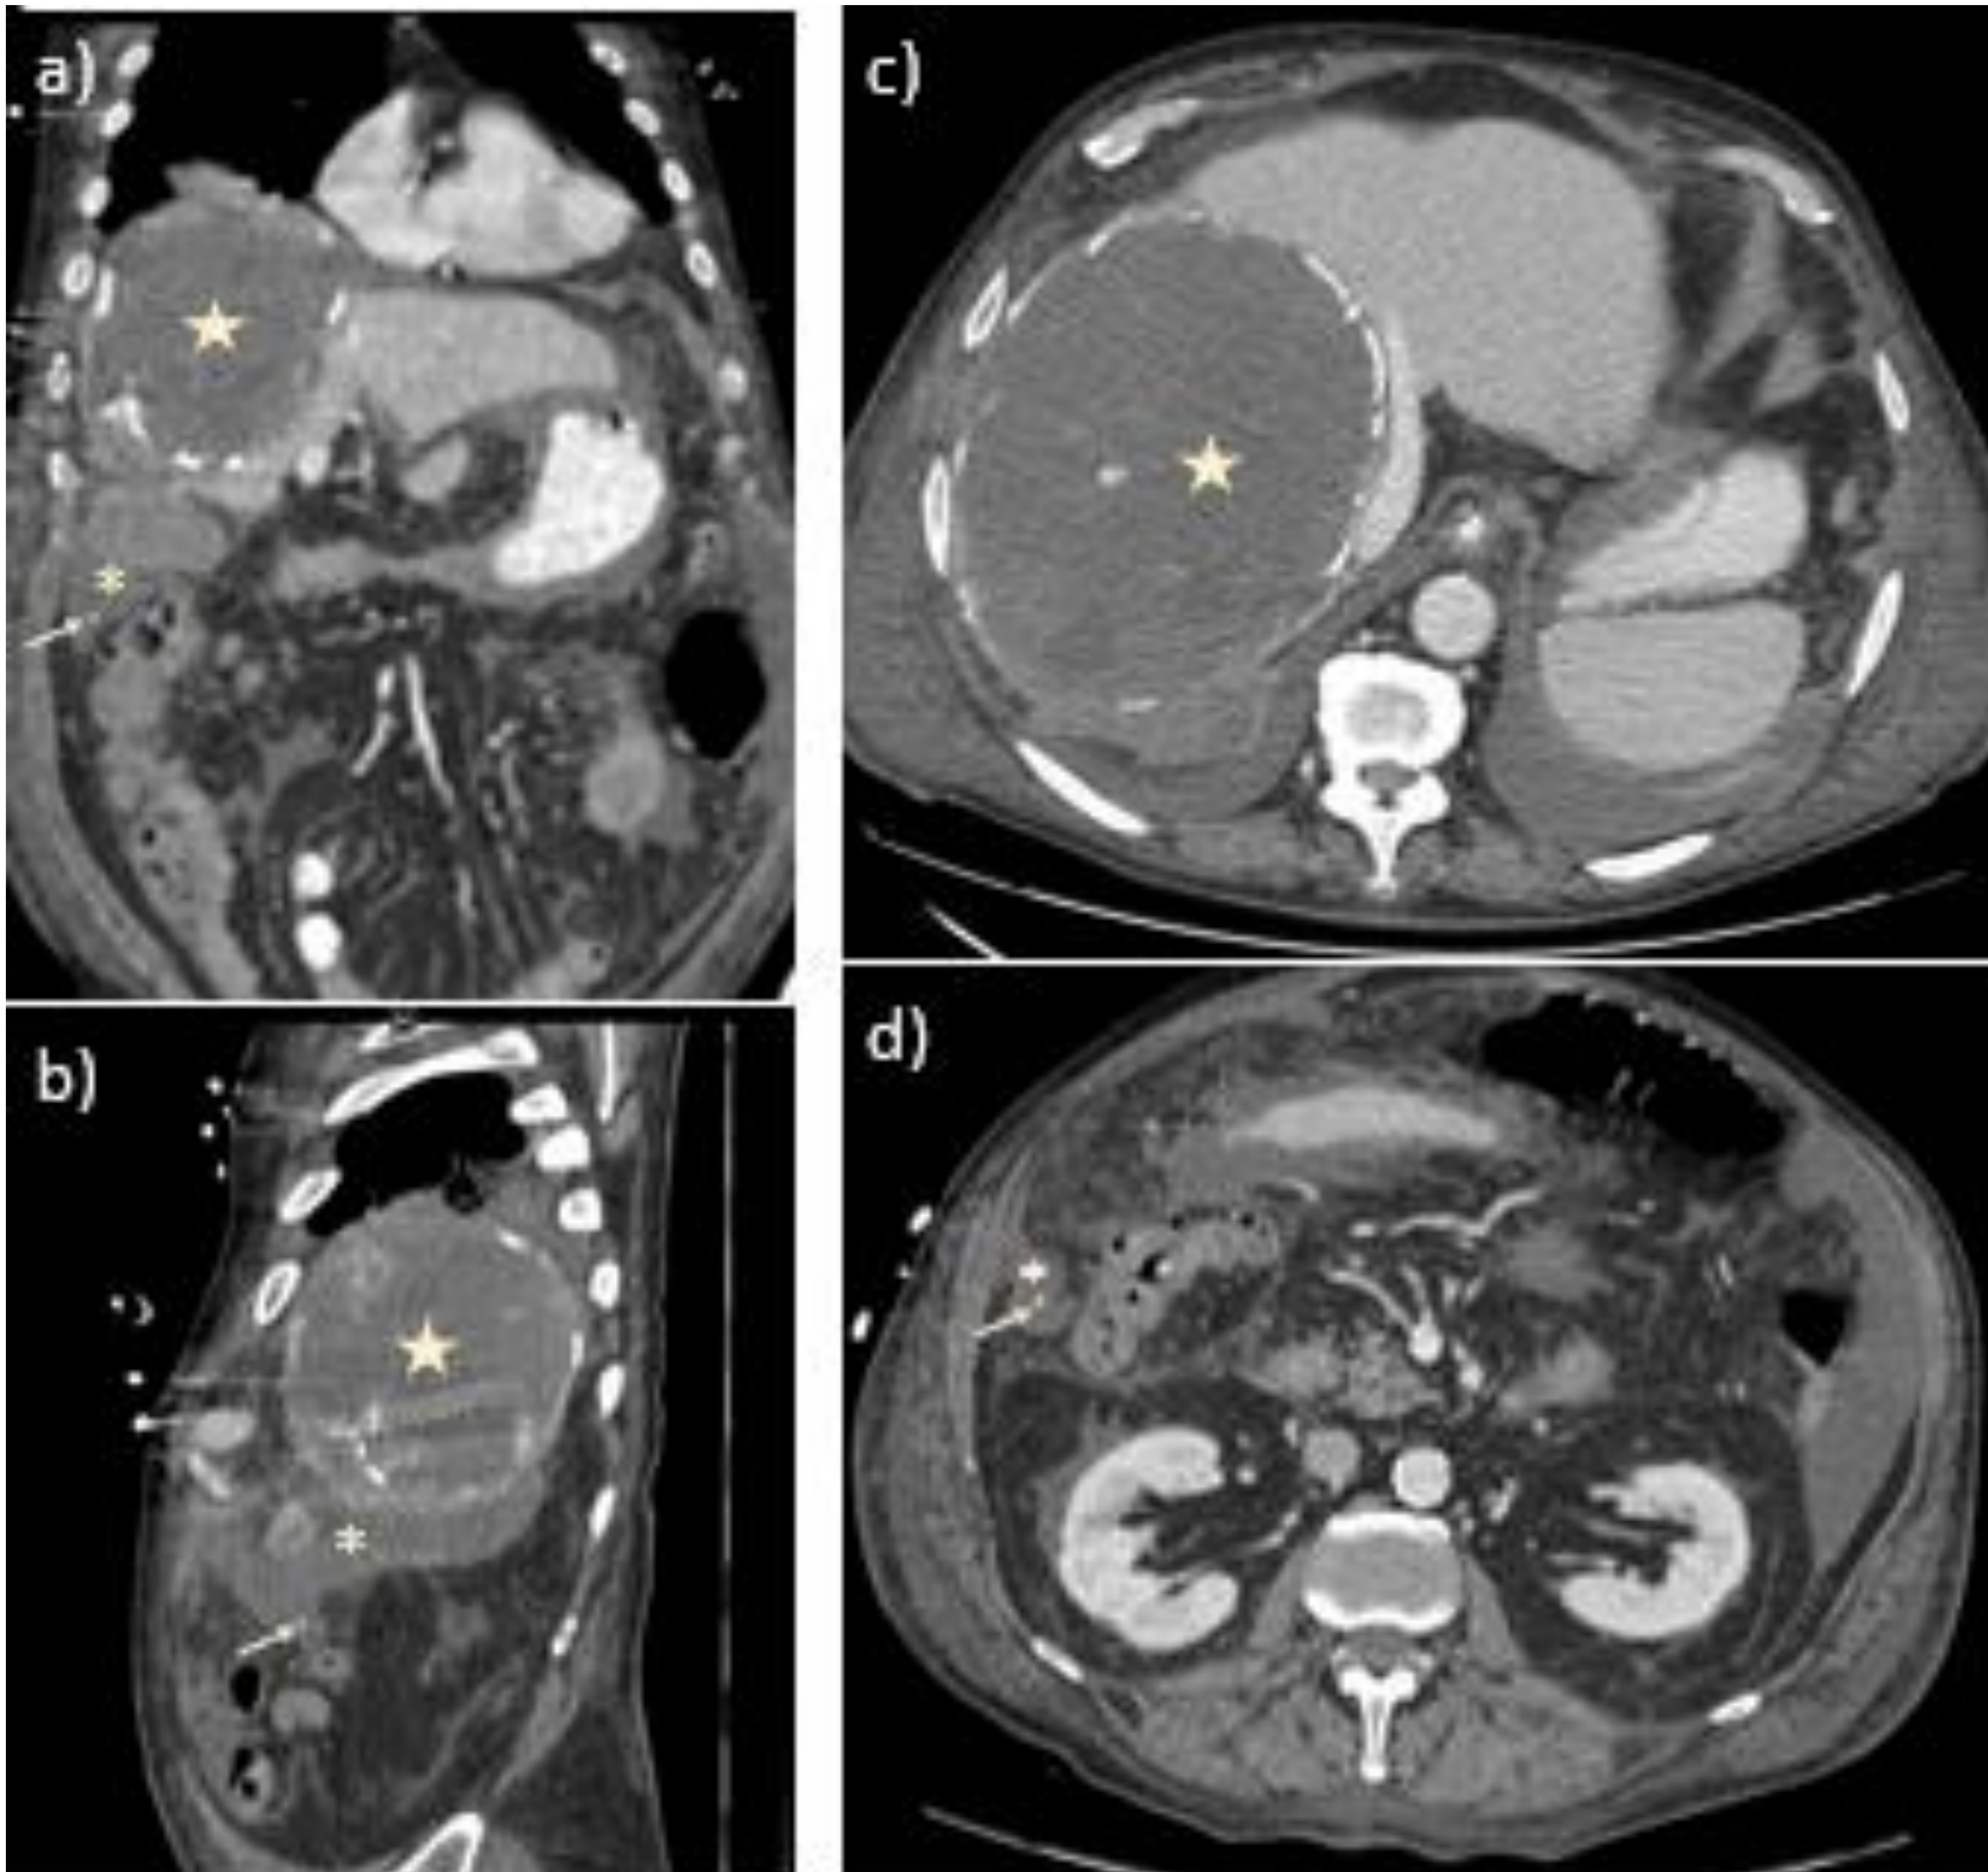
TC abdominopélvico coronal (a), sagital (b) y axial (c, d) con contraste IV en fase portal. Gran quiste hidatídico en lóbulo hepático derecho, hipodenso y con paredes calcificadas, que se continúa con una colección líquida hipodensa intraperitoneal localizada a nivel subhepático y gotiera paracólica derecha (*), identificándose una calcificación puntiforme en su seno (flecha) que corresponde a una calcificación parietal movilizada. También se observa estriación de la grasa omental, líquido libre periesplénico, entre asas y en gotiera paracólica izquierda y engrosamiento y realce peritoneal en relación con peritonitis (imagen d), así como leve derrame pleural bilateral (imagen a,b,c).
